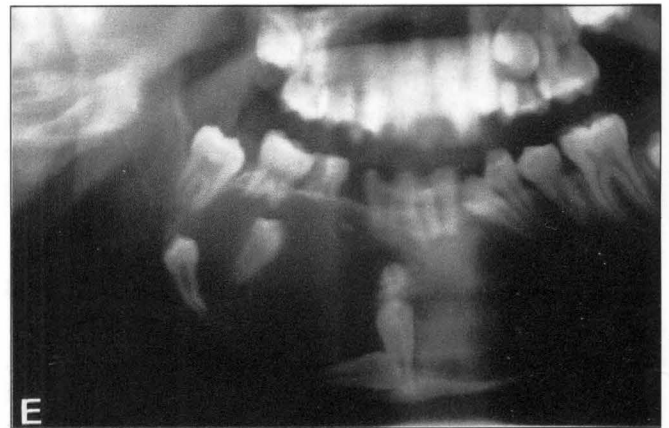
Caso n° 3: Ortopantomografía del paciente que muestra un gran quiste folicular mandibular con varios dientes incluidos.
